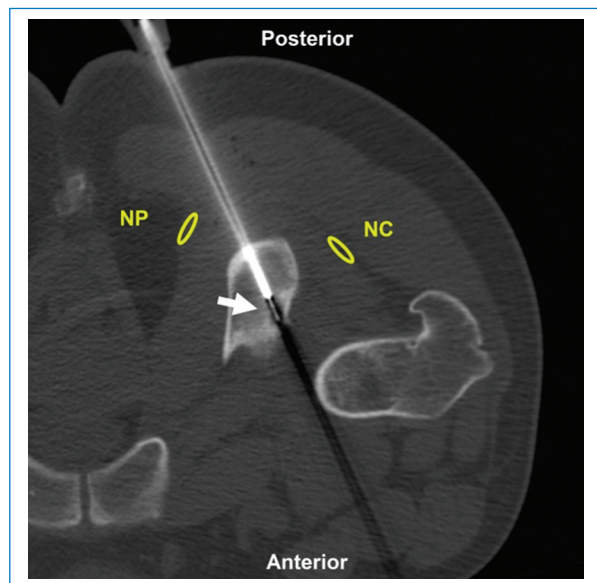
Varón de 22 años en plan de biopsia y ablación por radiofrecuencia de osteoma osteoide en la tuberosidad isquiática. Acceso coaxial posterior (flecha) guiado por TC. Estructuras a evitar: NC: nervio ciático; NP: nervio pudendo. Aguja utilizada: Jamshidi 11 G con electrodo de radiofrecuencia. Diagnóstico final: osteoma osteoide.
